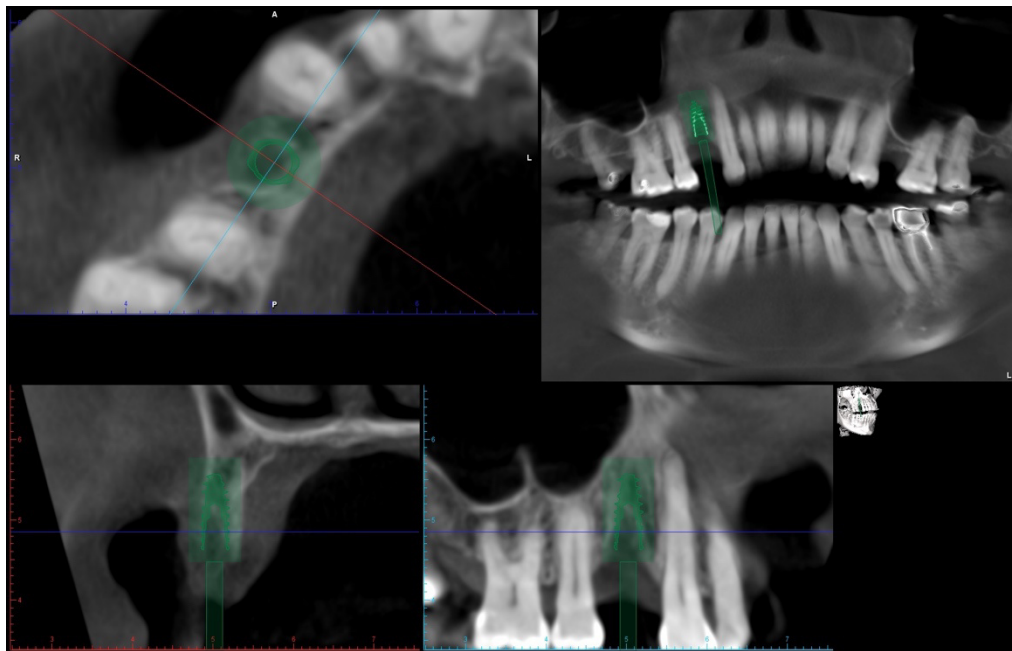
Planification d'un implant Global D InKone 3,5 x 10 mm mettant en évidence une épaisseur osseuse vestibulo-palatine insuffisante (Cone Beam, logiciel Romexis)
